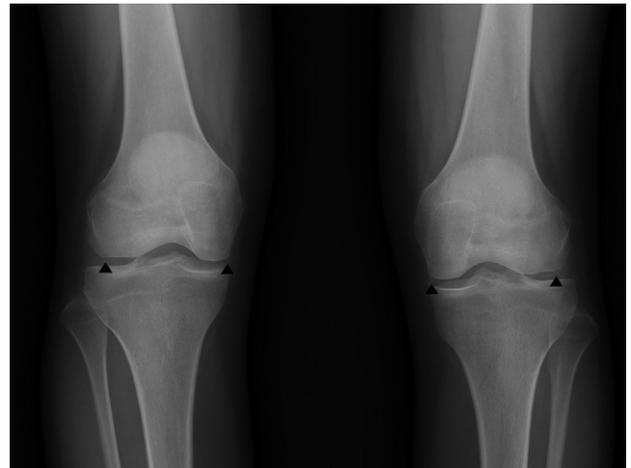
Radiographs of the both knee showing linear calcifications in the areas of the medial and lateral menisci of the knees, consistent with chondrocalcinosis(arrowheads).
